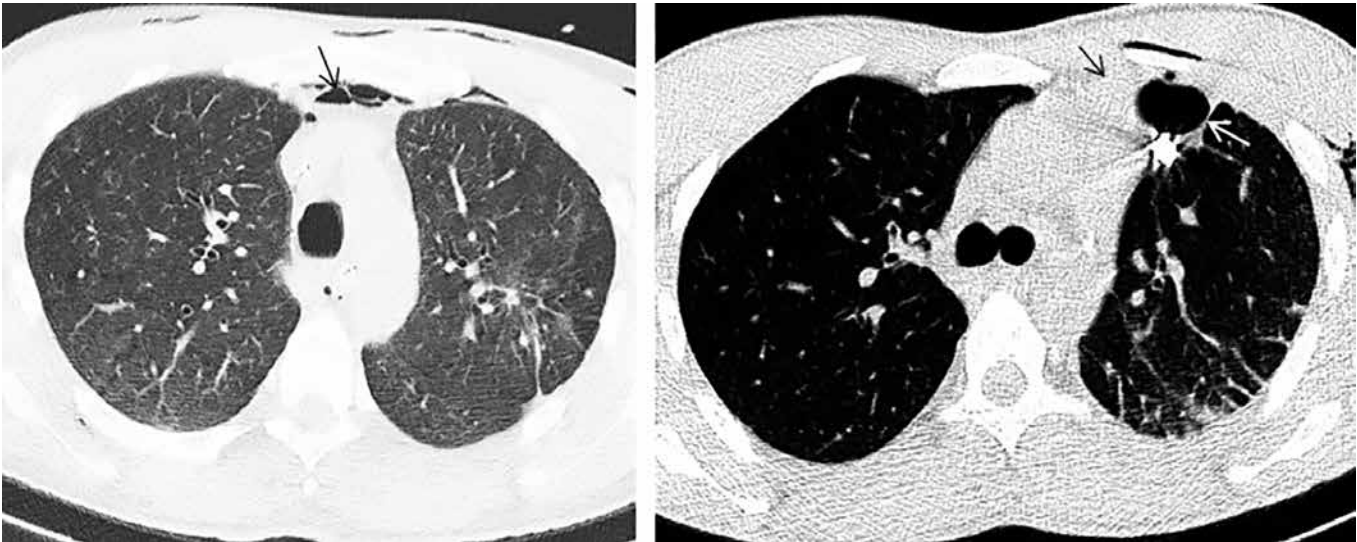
а) 14/25 МВ ранение головы, шеи, груди. Проникающее через перикард ранение сердца. Малый пневмоторакс. На КТ определяется скопление крови и воздуха в верхней грудинно-перикардальной связке (стрелка), что свидетельствует о ее разрыве.
